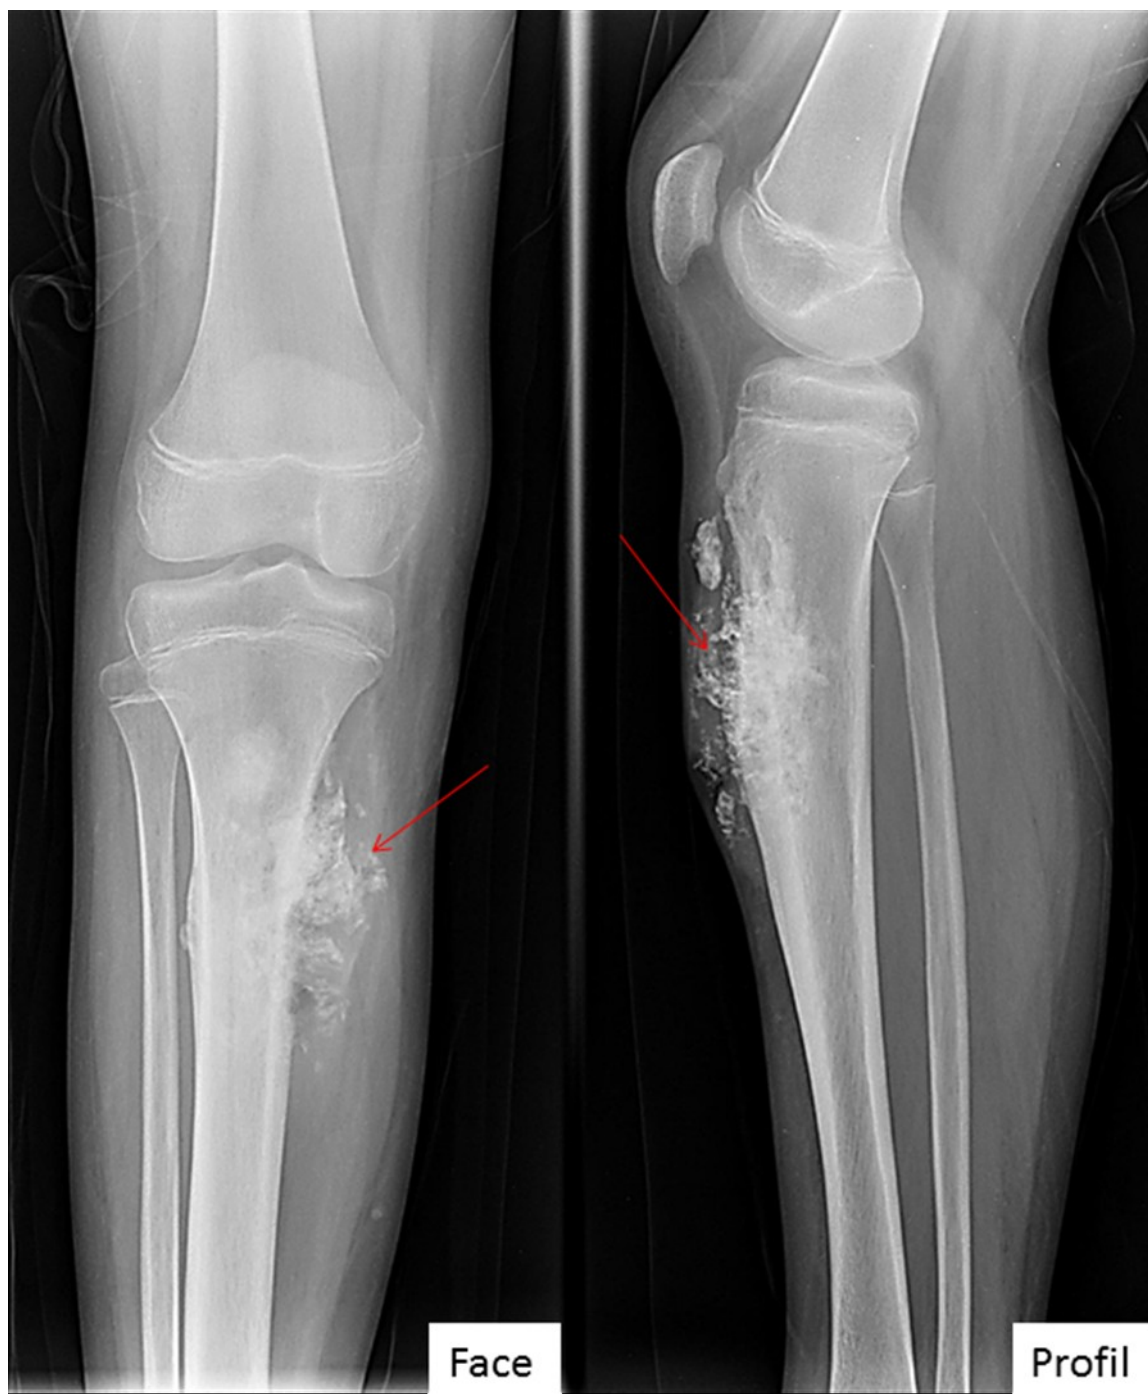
Ostéosarcome de la diaphyse tibiale chez un garçon de 15 ans d'aspect mixte avec une réaction en feu d'herbes et envahissement des parties molles sur la radiographie F/P de la jambe droite
